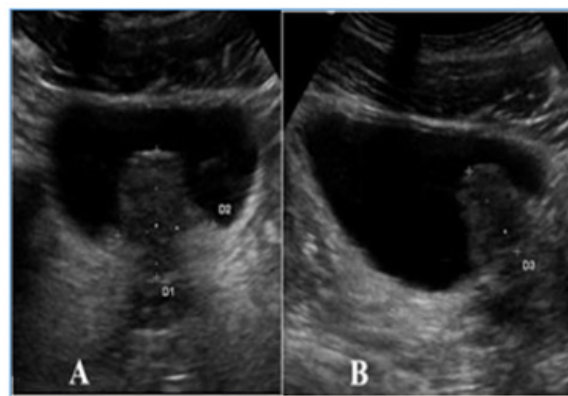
Échographie pelvienne par voie sus pubienne, coupe axiale (A) et sagittale (B) montrant un IPP mesuré à 14 mm (grade 3).
